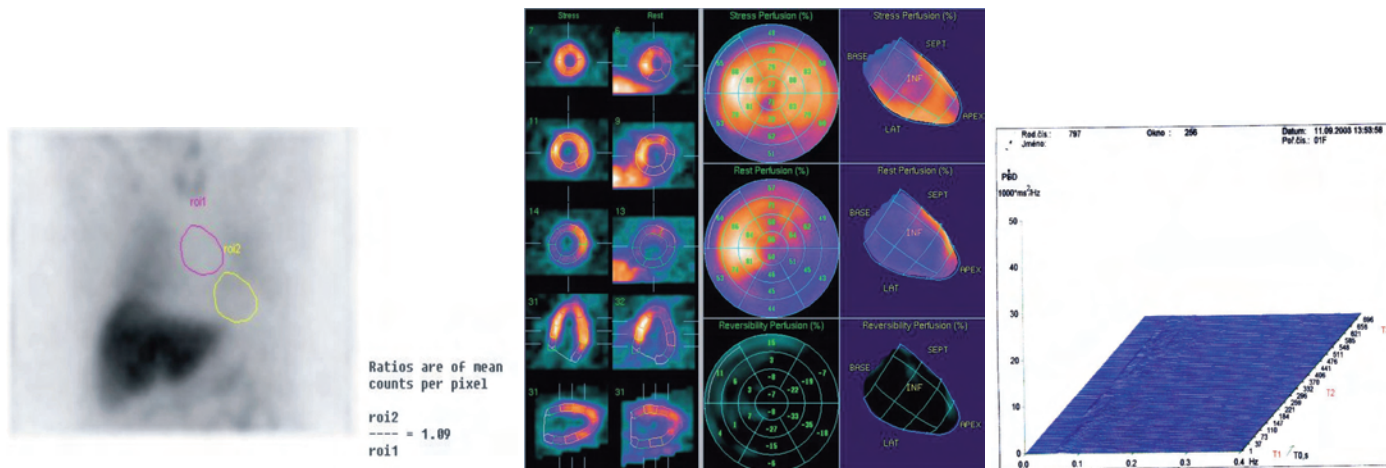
Normálny nálezy: Vľavo – index srdce/mediastínium pri vyšetření MIBG. Stred- rezy a polárna mapa pri SPECT-tetrofosmín (hore) a SPECT-MIBG (dole). Vpravo-spektrálna analýza
